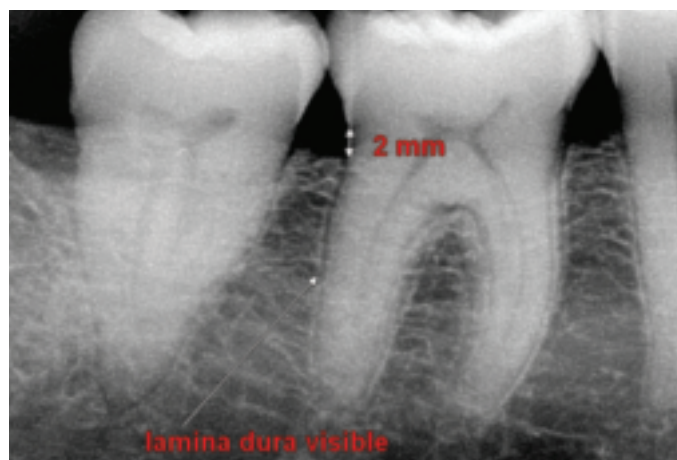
Parodontite normale en radiographie rétroalvéolaire long cône (RA).
